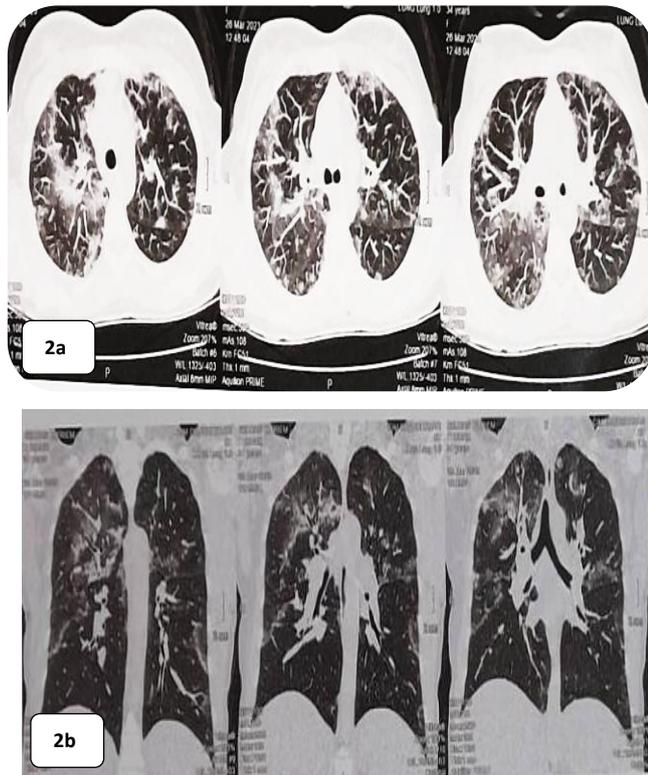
TDM thoracique.
